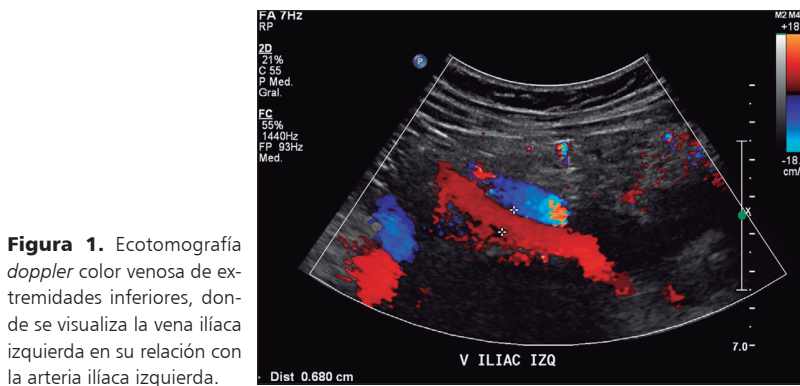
Ecotomografía *doppler* color venosa de extremidades inferiores, donde se visualiza la vena ilíaca izquierda en su relación con la arteria ilíaca izquierda.
